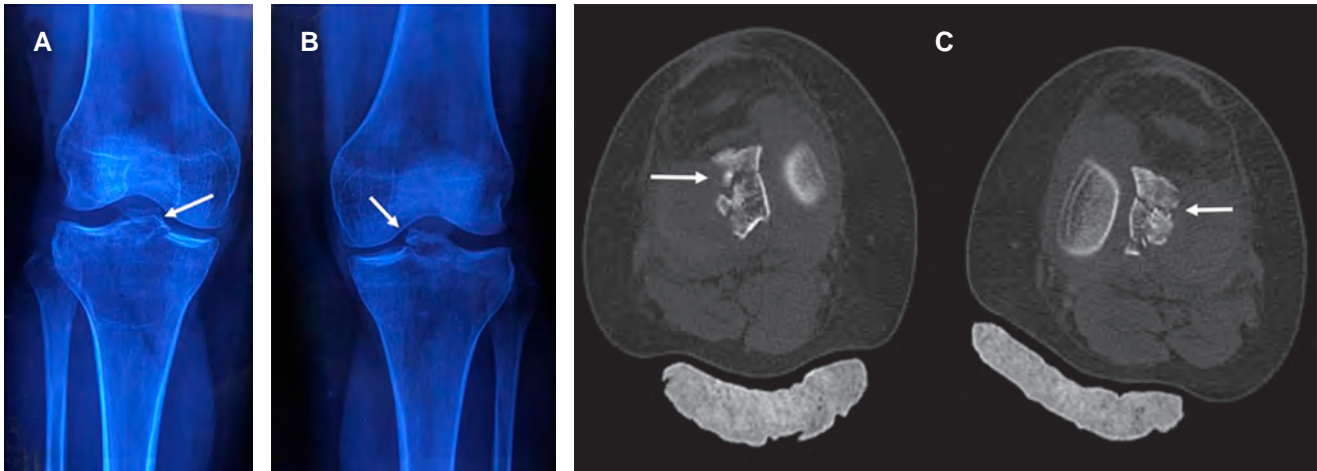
A, B) Radiografías anteroposteriores de ambas rodillas, mostrando fractura de espina tibial bilateral (flechas). C) Imagen de tomografía computarizada de rodillas, en corte axial, mostrando trazos de fractura de espina tibial bilateral (flechas).
